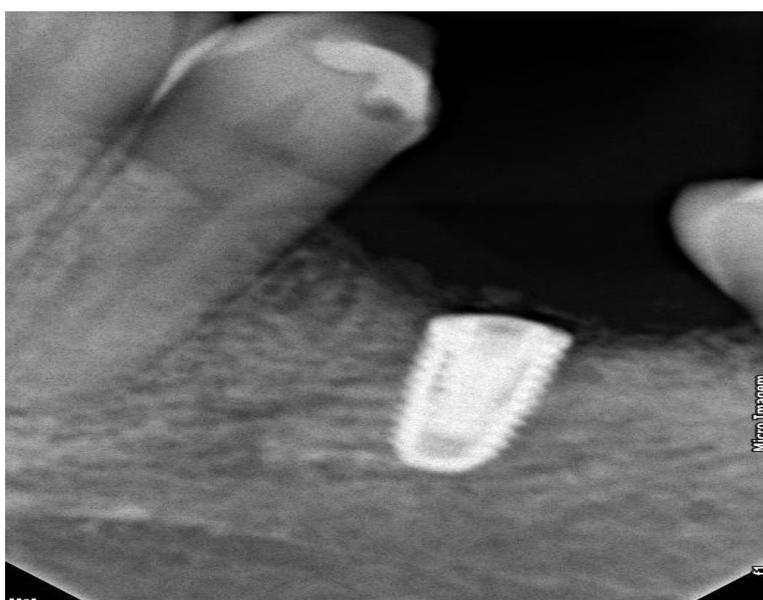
Radiografia de controle 6 meses
